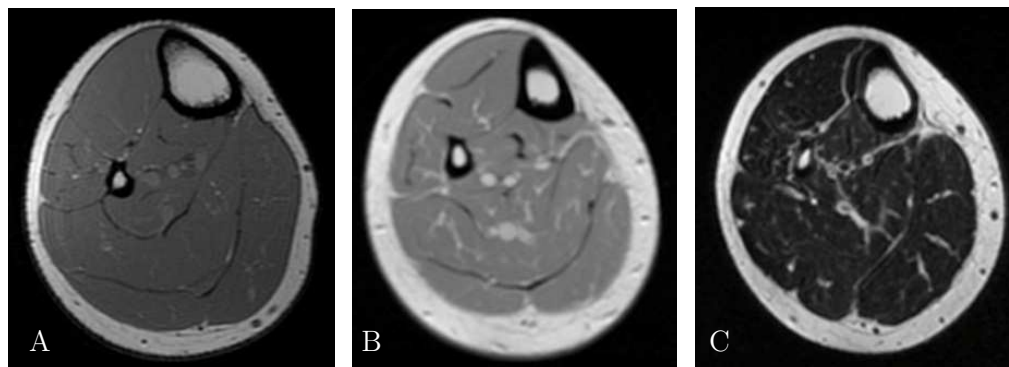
Contraste em imagem de ressonância magnética. A - ponderação em T_1 , B - Densidade Protónica, C - ponderação em T_2 . Imagens adquiridas durante a dissertação.
